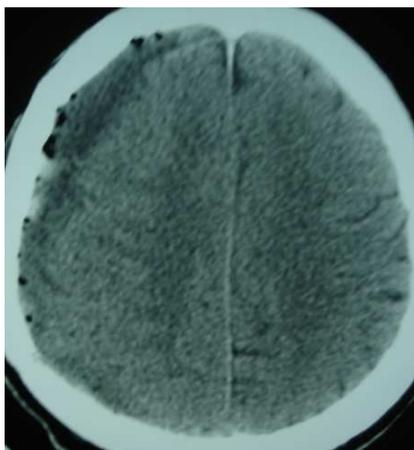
TC de controle no pós-operatório, mostrando a recidiva do HSDC apresentado na figura 1. Observar a ausência do efeito de massa visto na TC do pré-operatório.
